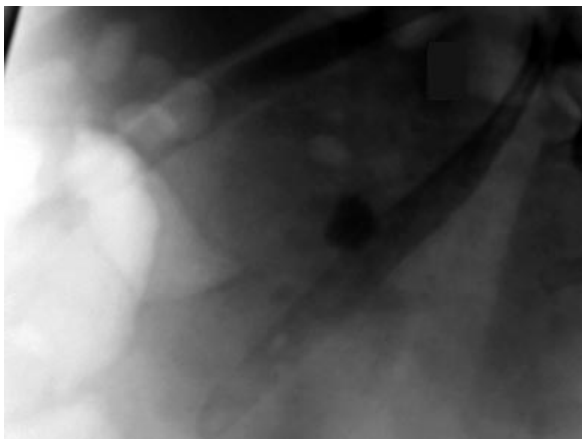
Radiografía simple de abdomen: Litiasis piélica de 1,8 - 1,5 cm no modificada tras el tratamiento con Litotricia Extracorpórea
